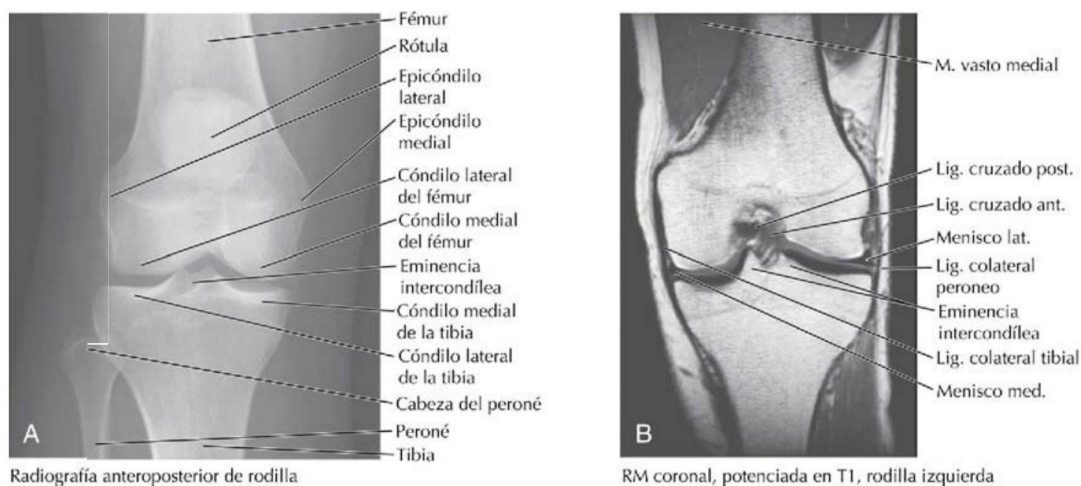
Radiografía y RM de la rodilla. (A tomada de F. H. Netter: *Atlas de anatomía humana*, 6.ª ed., lámina 497; B tomada de Bo W et al.: *Basic atlas of sectional anatomy*, 4.ª ed. Philadelphia, Saunders, 2007.)
